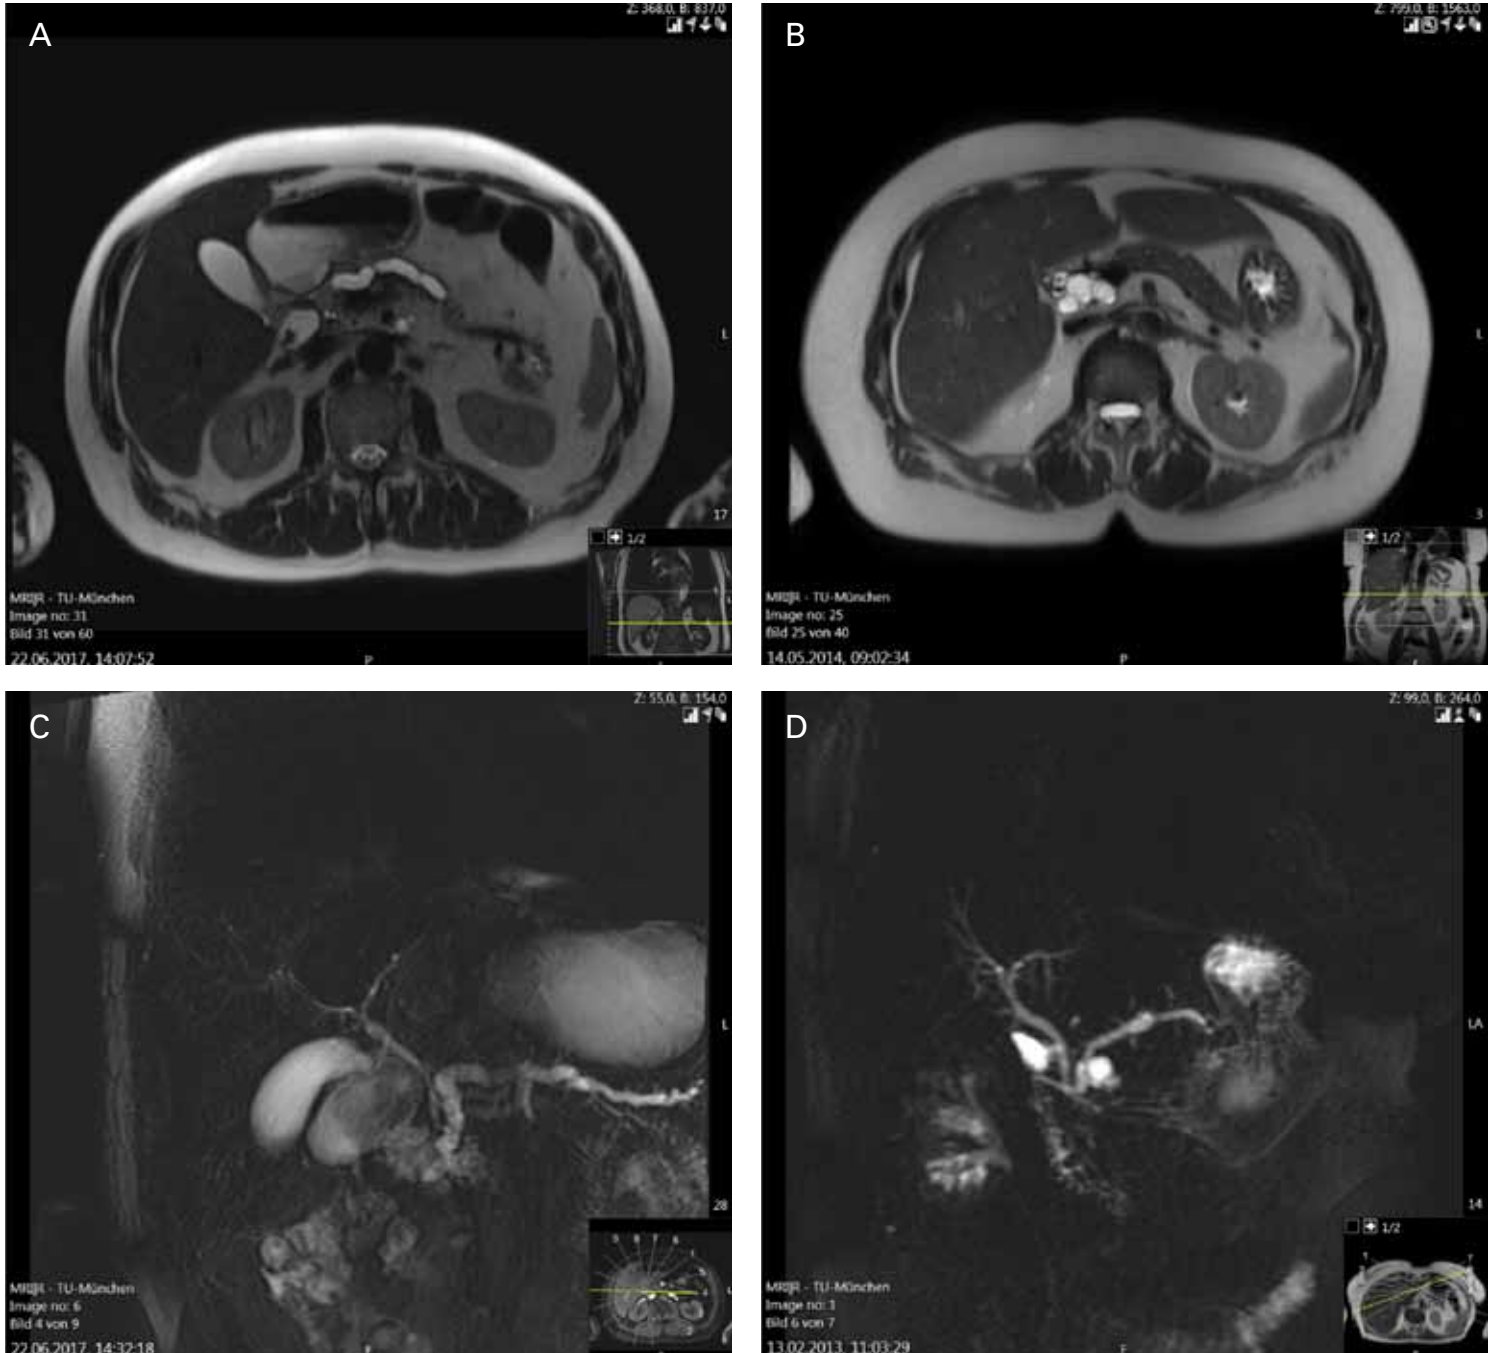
T2-weighted MRI scans of MD-IPMN (A) and MT-IPMN (B); MRCP of MD-IPMN (C) and MT-IPMN (D)
